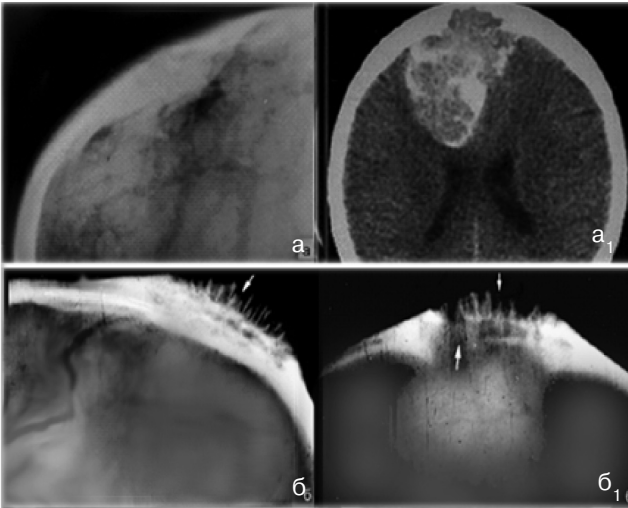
Гіперостоз при менінгіомі (a, a₁ — внутрішній зі склерозом, б, б₁ — комбінований зі спікулами): на РГ визначається посилення судинного малюнку, а деструкція візуалізується лише при томографії
